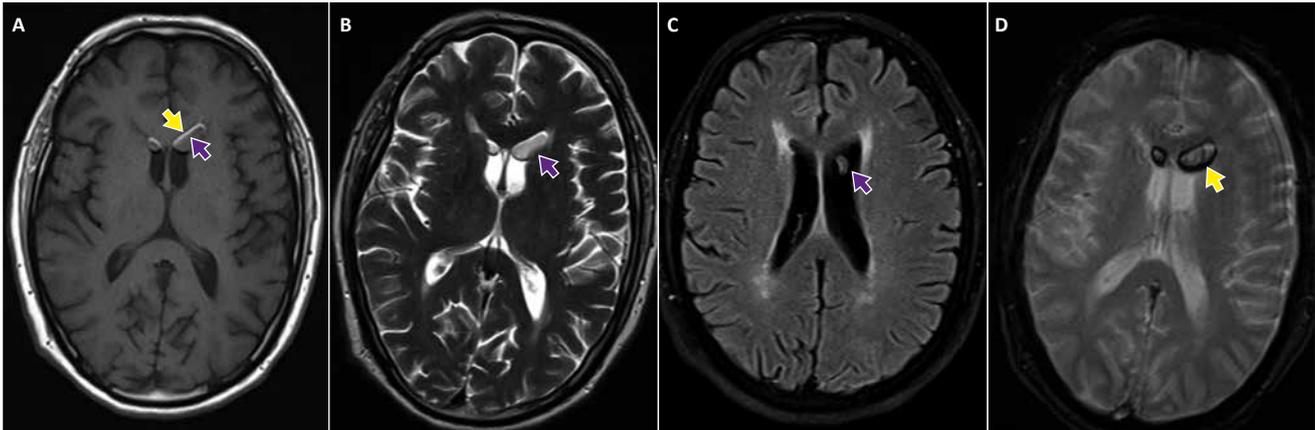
Evaluación por RM cerebral en ponderación T1 (A), T2 (B), FLAIR (C) y T2 eco gradiente (D), observándose aceite de silicona en ambas astas frontales de los ventrículos laterales y artefacto de desplazamiento químico. El artefacto de desplazamiento químico da como resultado una banda de señal hiperintensa curvilínea en el margen anterior del aceite intraventricular en T1 (A, flecha amarilla) y simultáneamente da una señal curvilínea hipointensa en el margen posterior del aceite en T2 eco gradiente (D, flecha amarilla).
